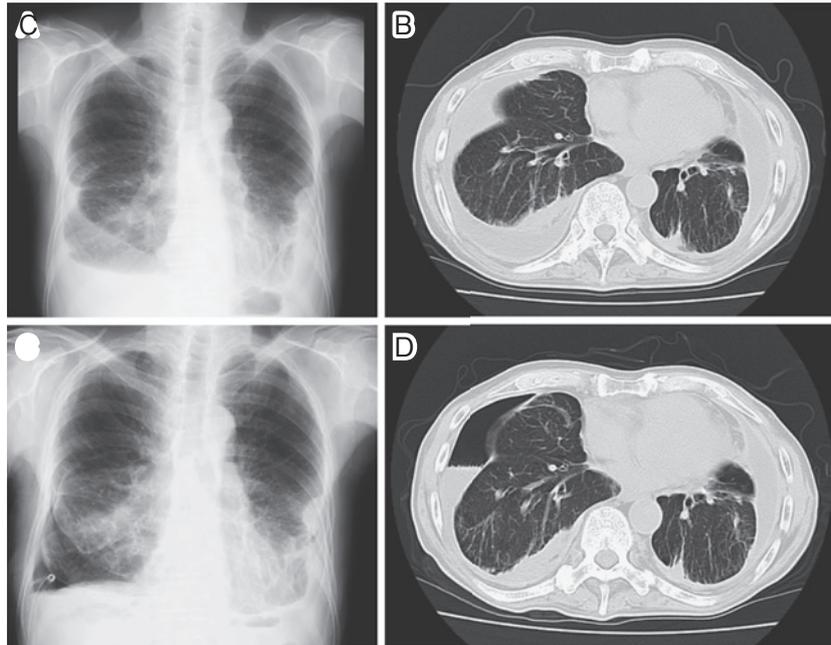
びまん性胸膜肥厚と診断した症例の胸部エックス線およびCT。(A) 初診時の胸部単純Xp。(B) 同胸部CT。(C) 胸腔ドレナージ後の単純Xp。(D) およびCT。胸水が排液された腔内には空気が充満し、肺の再拡張は認められていない。
